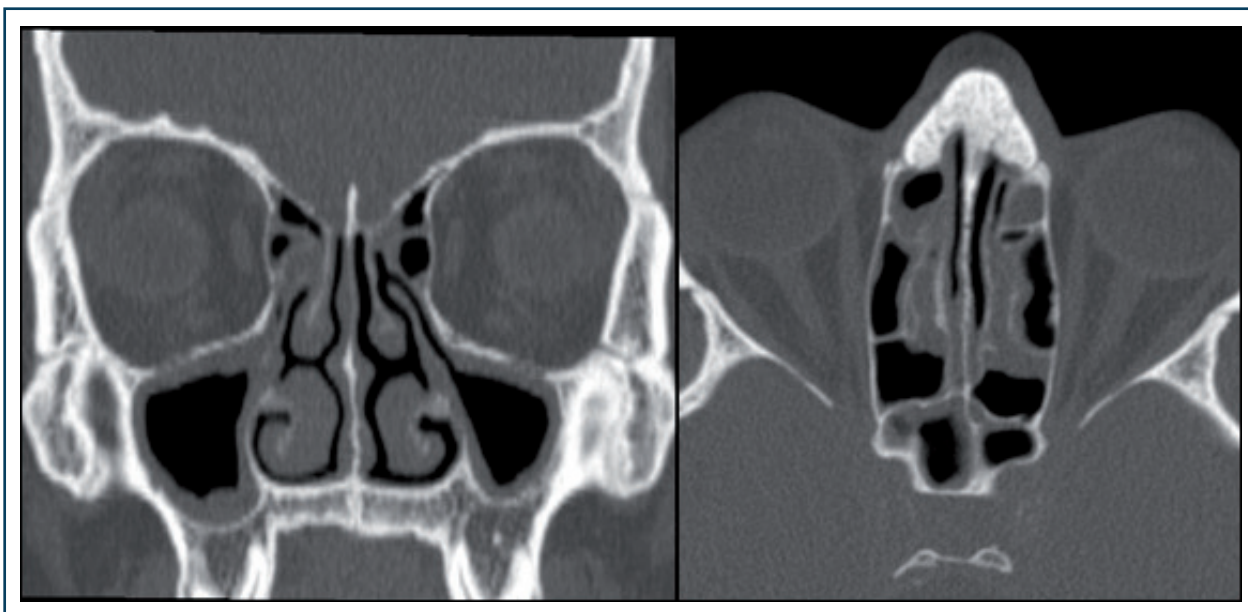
Rhinite chronique avec opacités sinusiennes limitées (TDM).
